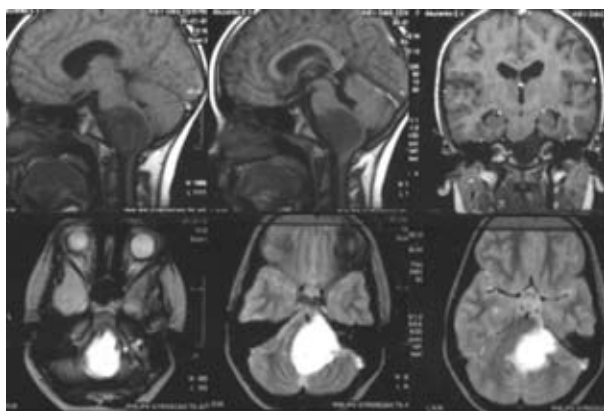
Магнитно-резонансные томограммы головного мозга в трех проекциях (до операции) больного А. Фибриллярно-протоплазматическая астроцитома каудальных отделов моста и продолговатого мозга
